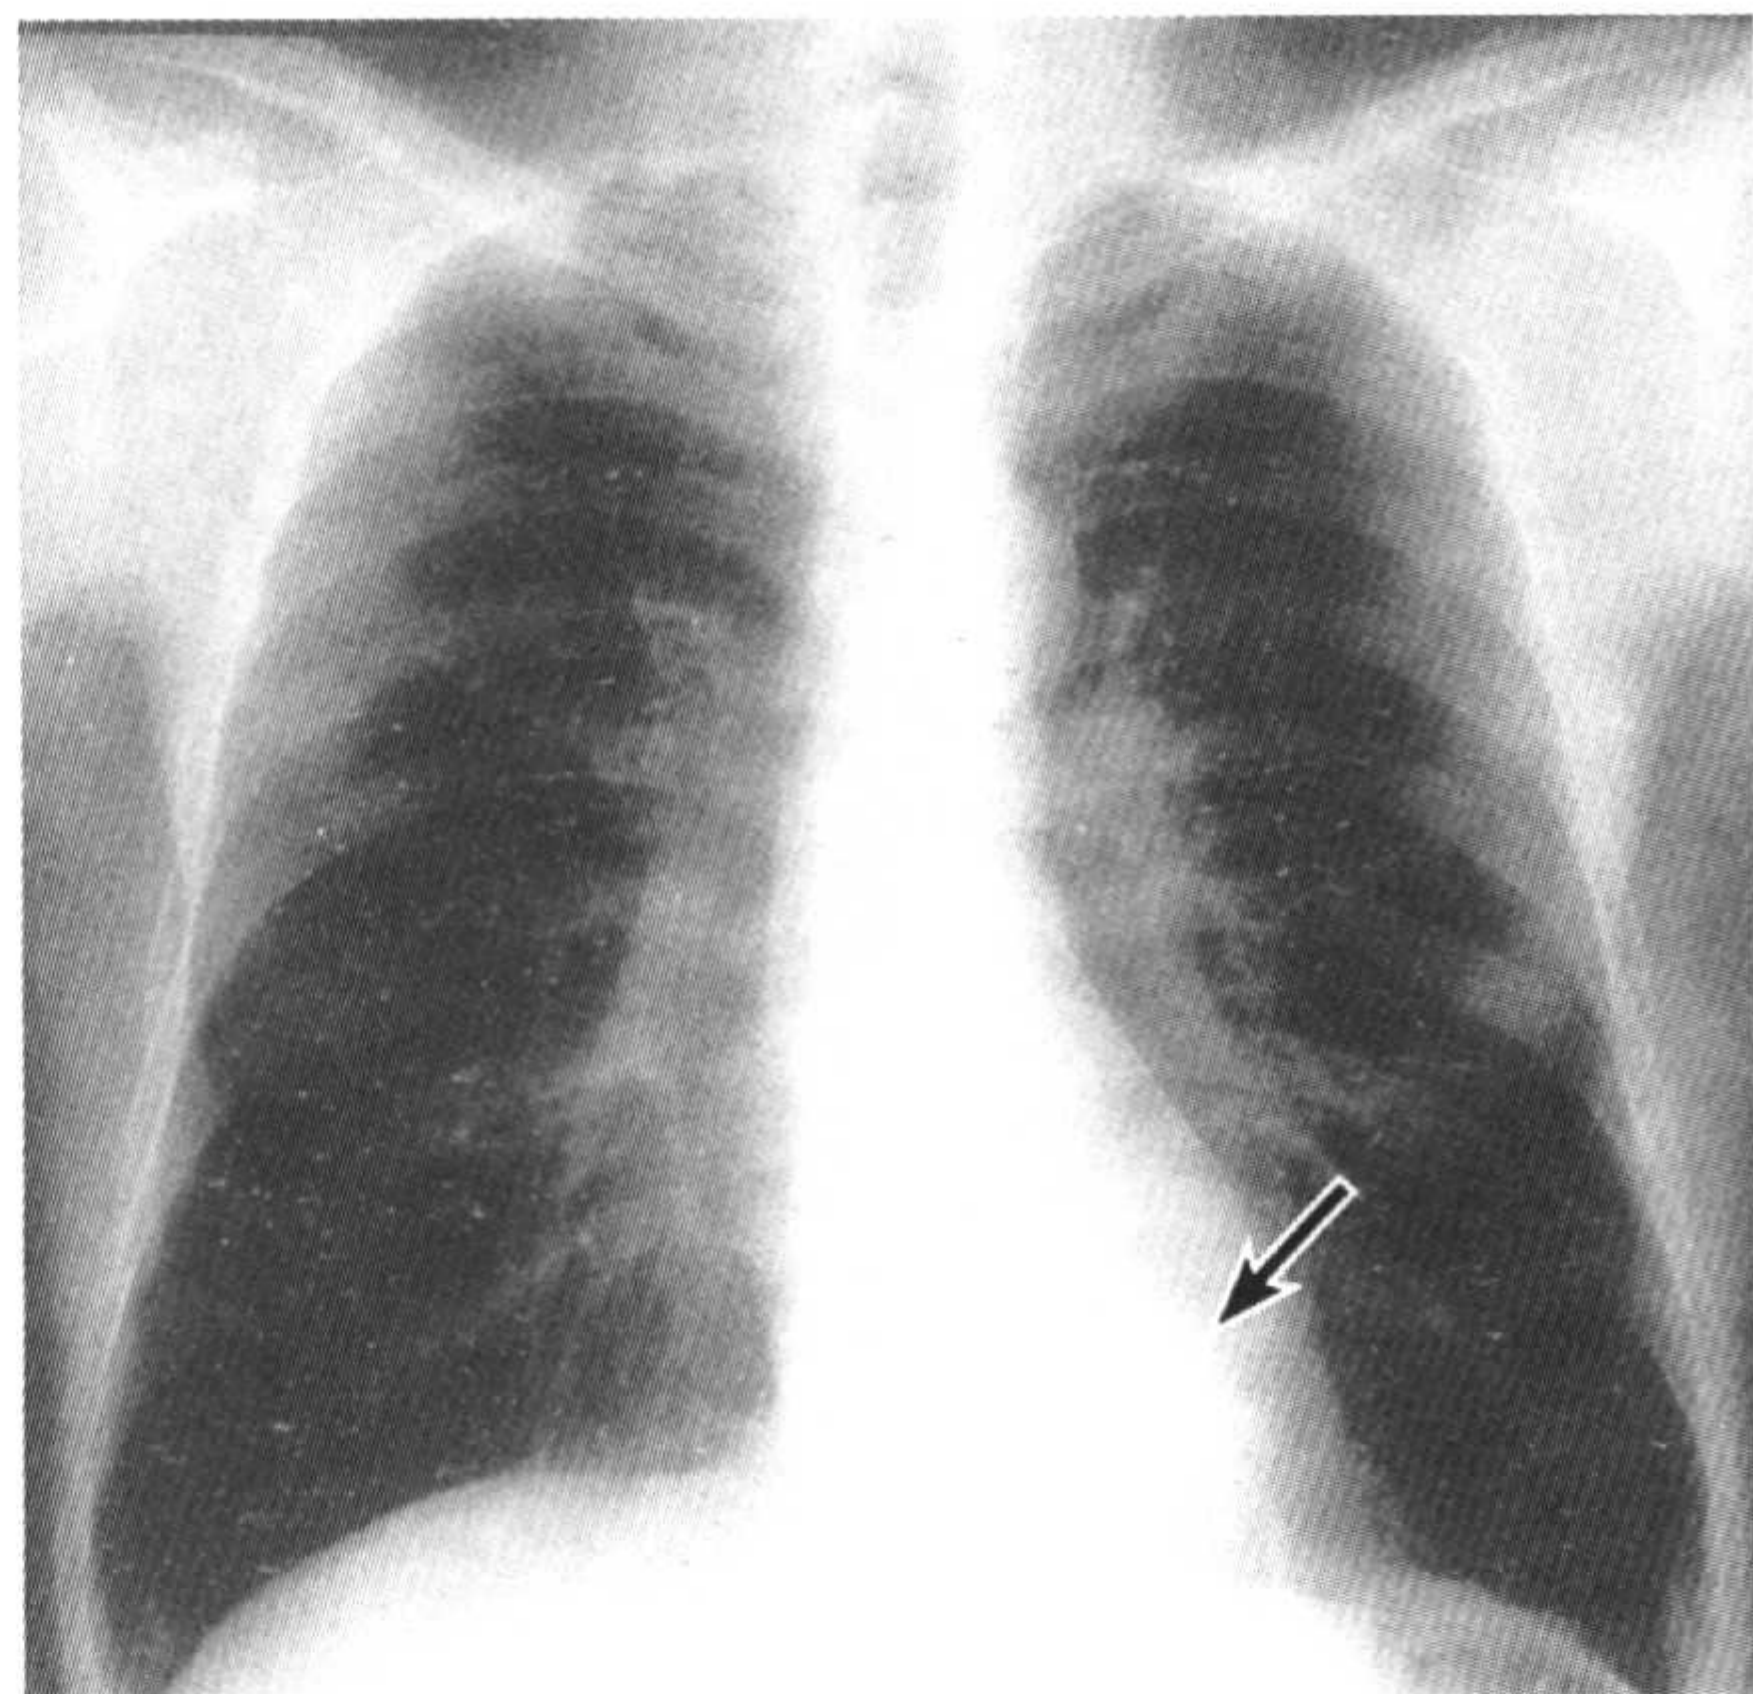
肺内型肺隔离症。胸部X线平片示与心脏影重叠、边缘清楚的肿瘤影。
